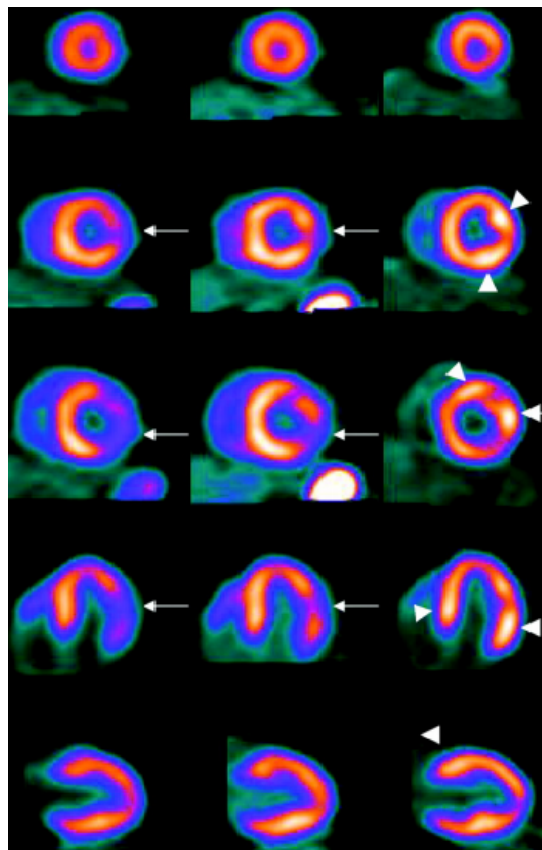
Images de PET scan avec perfusion myocardique au dipyrindamole chez un patient atteint de sarcoïdose(2)
